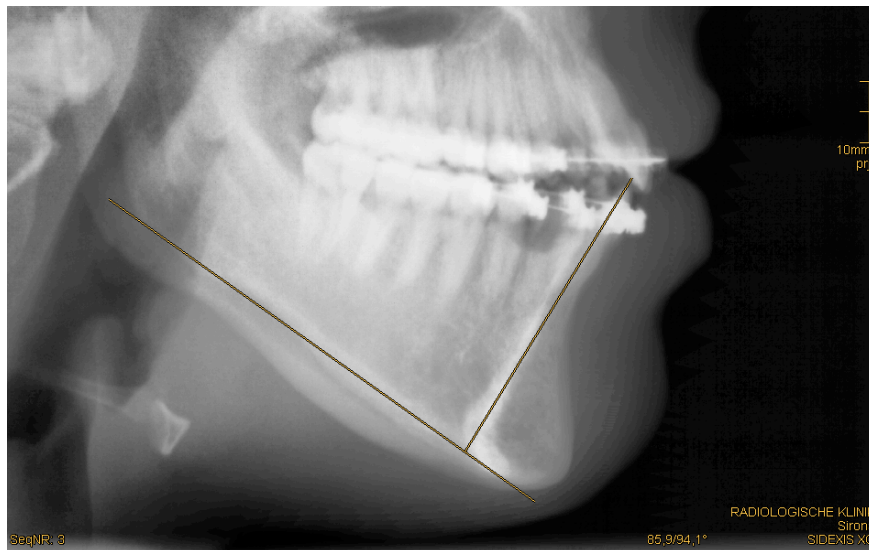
Darstellung der Messung des UK-Inzisalwinkels in dem Ausschnitt eines Fernröntgenseitenbildes.
